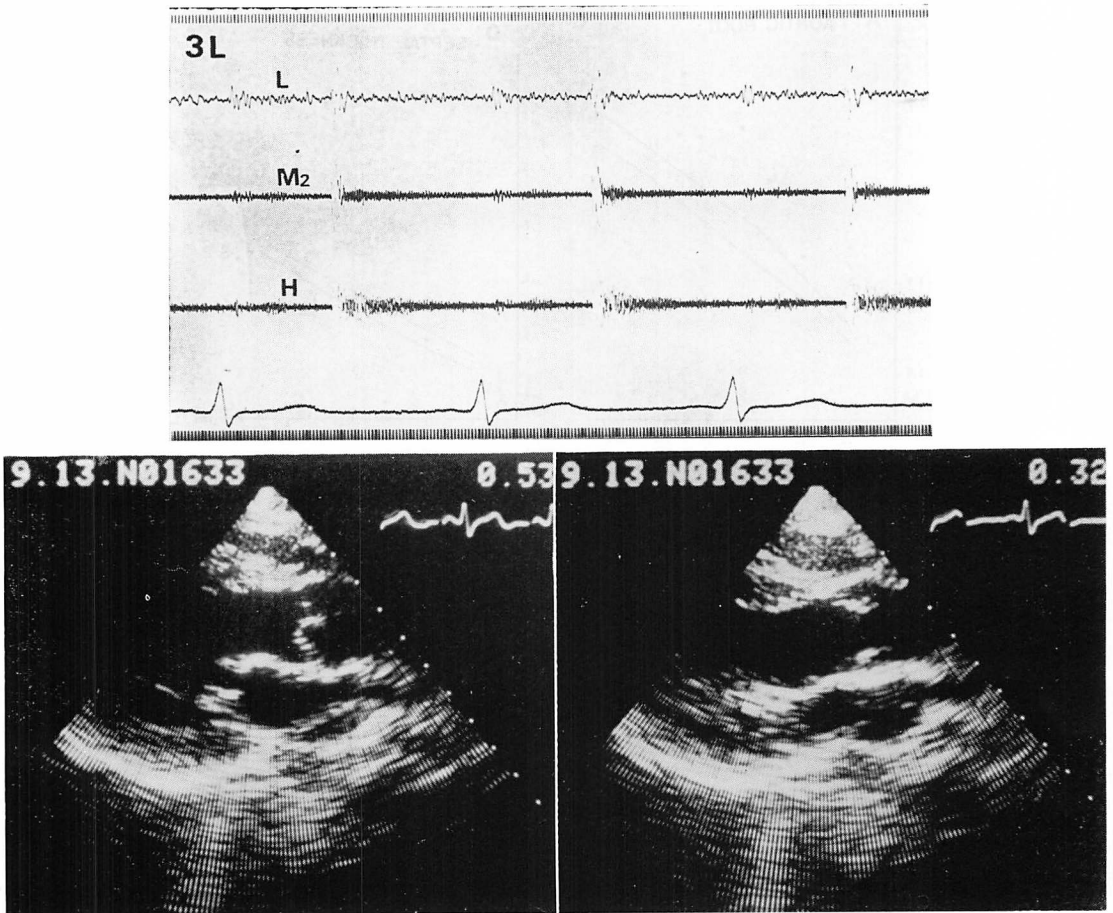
Phonocardiogram and two-dimensional echocardiograms of Case 3 (MPS-II).
